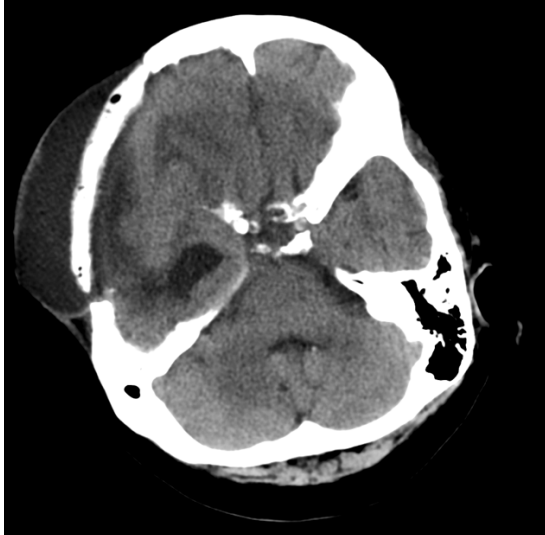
Paciente com antecedente de craniectomia e histórico de queda. TC de crânio observa-se coleção subgaleal formando lâmina líquida, com extensão intracraniana, epidural, com focos gasosos associados.
